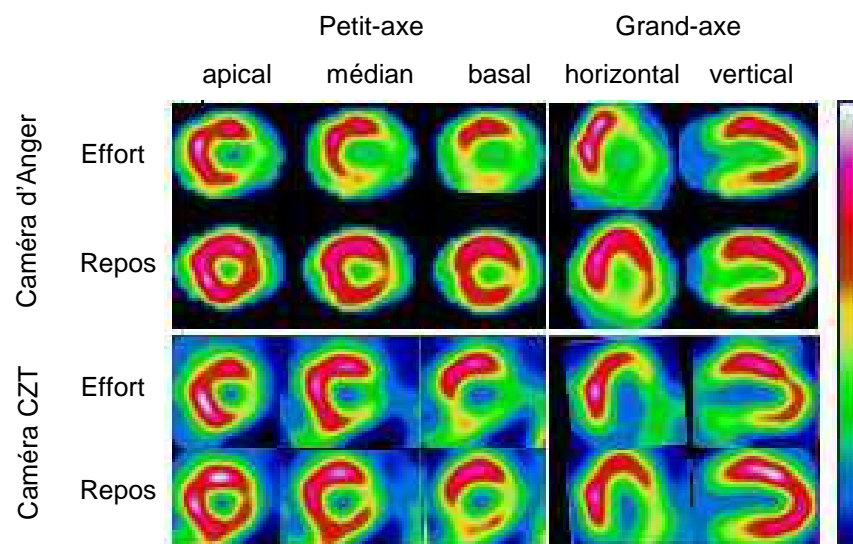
Exemple d'images concordantes d'ischémie obtenues après une tomoscintigraphie myocardique de perfusion sur caméra conventionnelle et sur caméra DSPECT.
